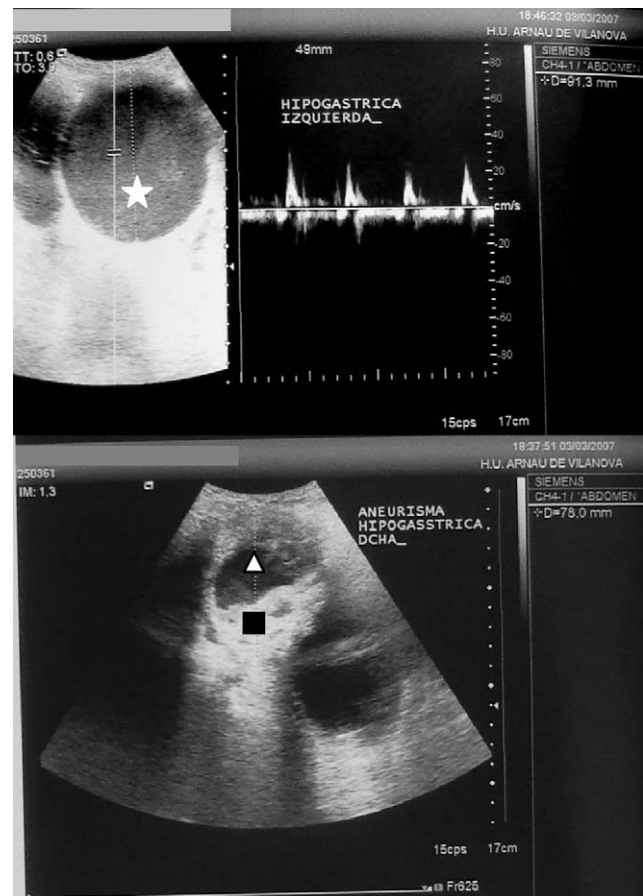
Eco-Doppler abdominal. Aneurisma de la arteria iliaca interna izquierda (estrella) y de la arteria iliaca interna derecha (triángulo) con imagen hiperecogénica intramural (cuadrado).
